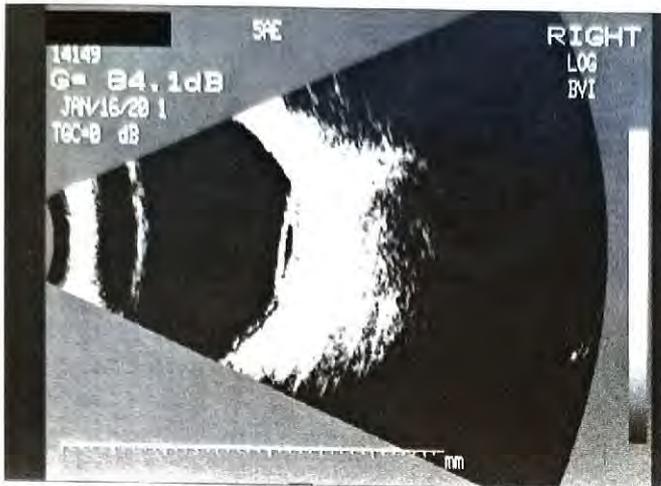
Ultrassonografia OD.
